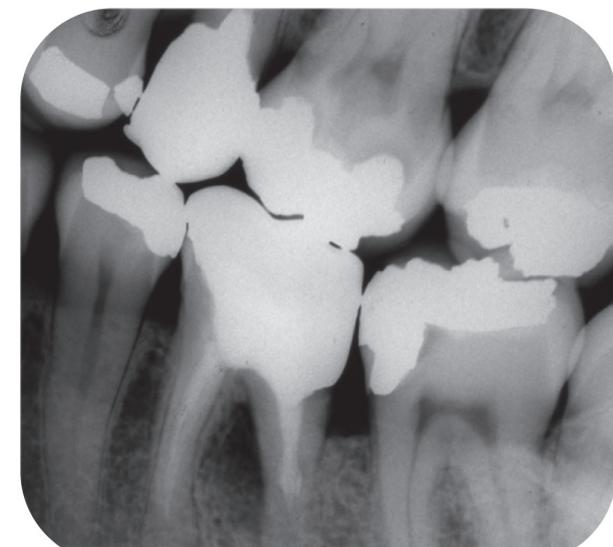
Radiografia de diagnóstico
